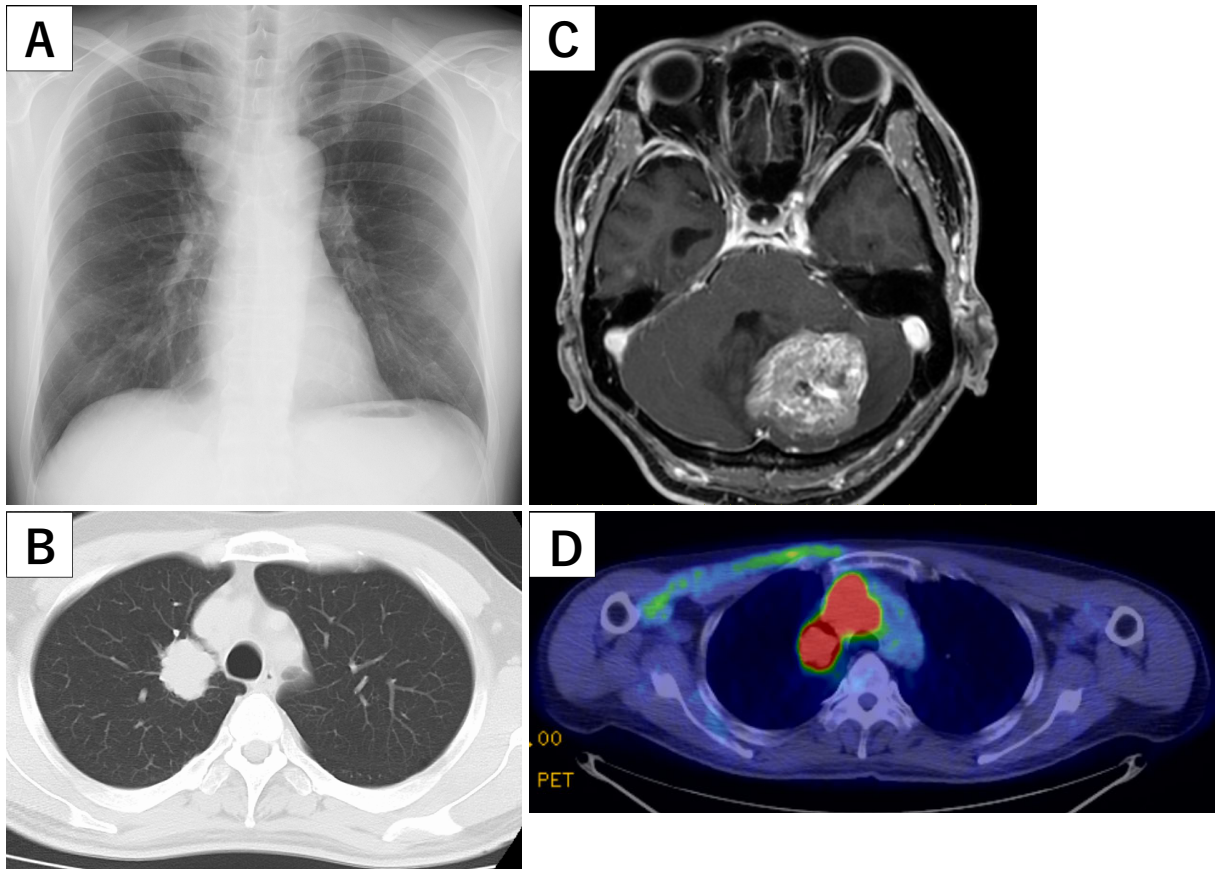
A chest radiograph showed a mass lesion in the right hilar margin (A). A CT scan of the chest obtained on admission showed a mass lesion in S¹ of the right upper lobe (B). Enhanced T1-weighted MRI showed a high intensity area in the left cerebellum (C). PET/CT demonstrated a high uptake at the mediastinal lymph nodes and primary lesion (D).
